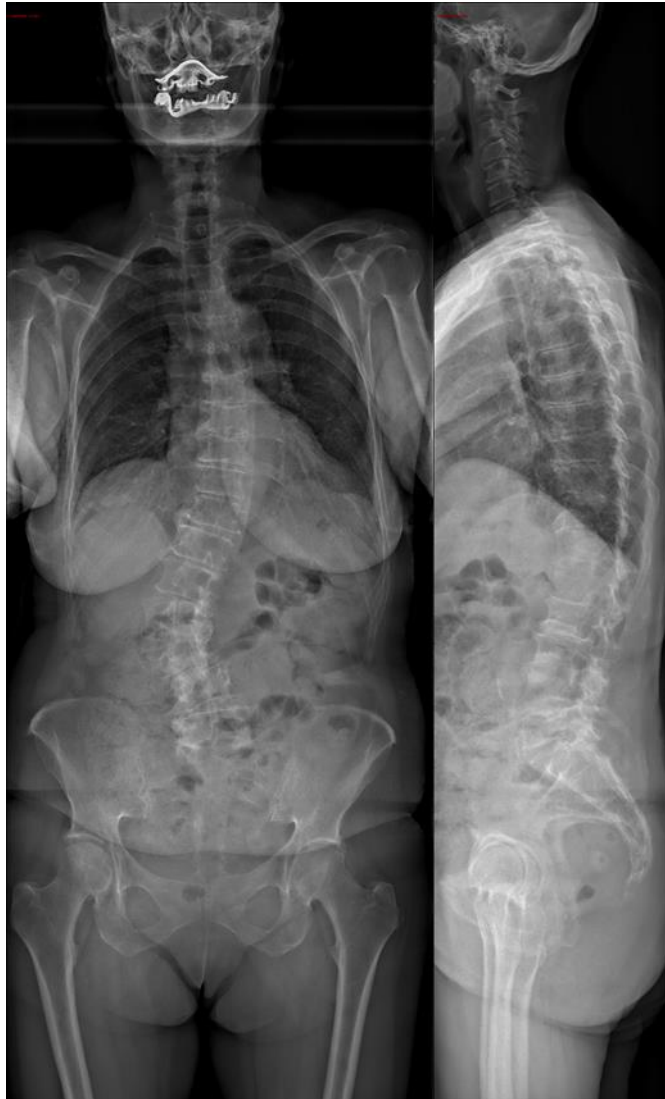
coronal and sagittal fullspine x-rays of a 66 years old woman with degenerative lumbar scoliosis (41°), L4L5 rotatory subluxation and lumbosacral contra-curve (23°).
